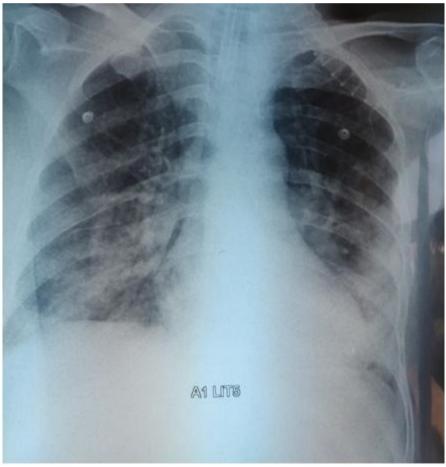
radiographie thoracique objectivant des opacités basales bilatérales
